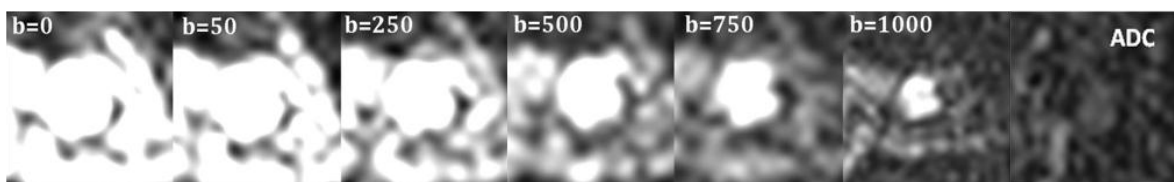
Sinal em DWI nos 6 valores de b diferentes e mapa ADC.
